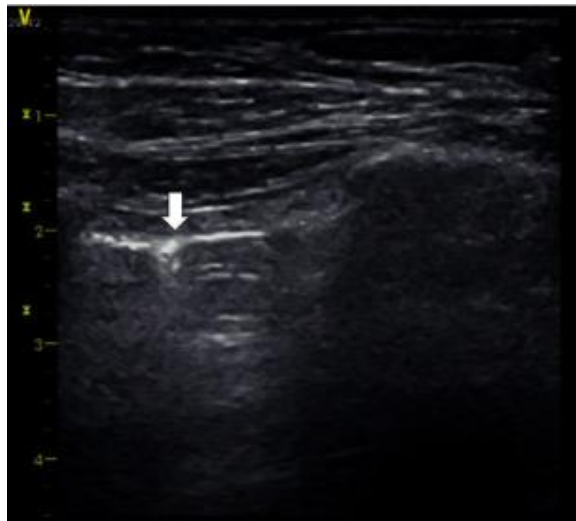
Lung Point Sign. Fonte *Lung Point Sign in Ultrasound Diagnostics of Pneumothorax: Imitations and Variants PubMed*
